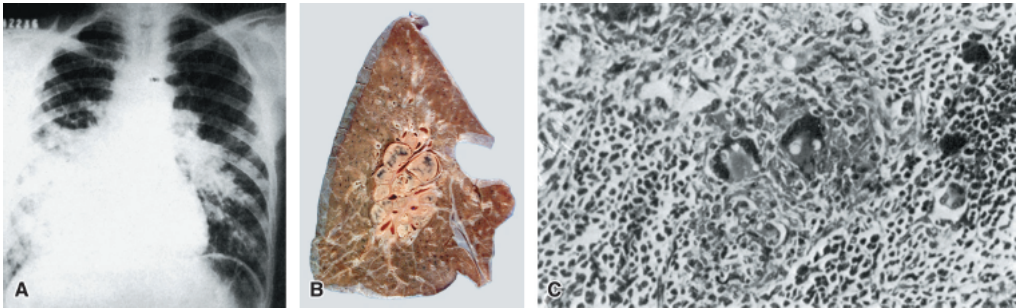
Paracoccidioidomicose. A. Radiografia simples do tórax apresentando alargamento do mediastino pelo aumento dos linfonodos. Observe a imagem de “asa de borboleta”, que denota o comprometimento intersticial, além dos nódulos. B. Corte do pulmão passando pelo hilo, em que se veem linfonodos hiperatrofiados, por vezes coalescentes. C. Corte histológico no qual se vê lesão inflamatória crônica granulomatosa com células gigantes albergando fungos arredondados (*Paracoccidioides brasiliensis*).
